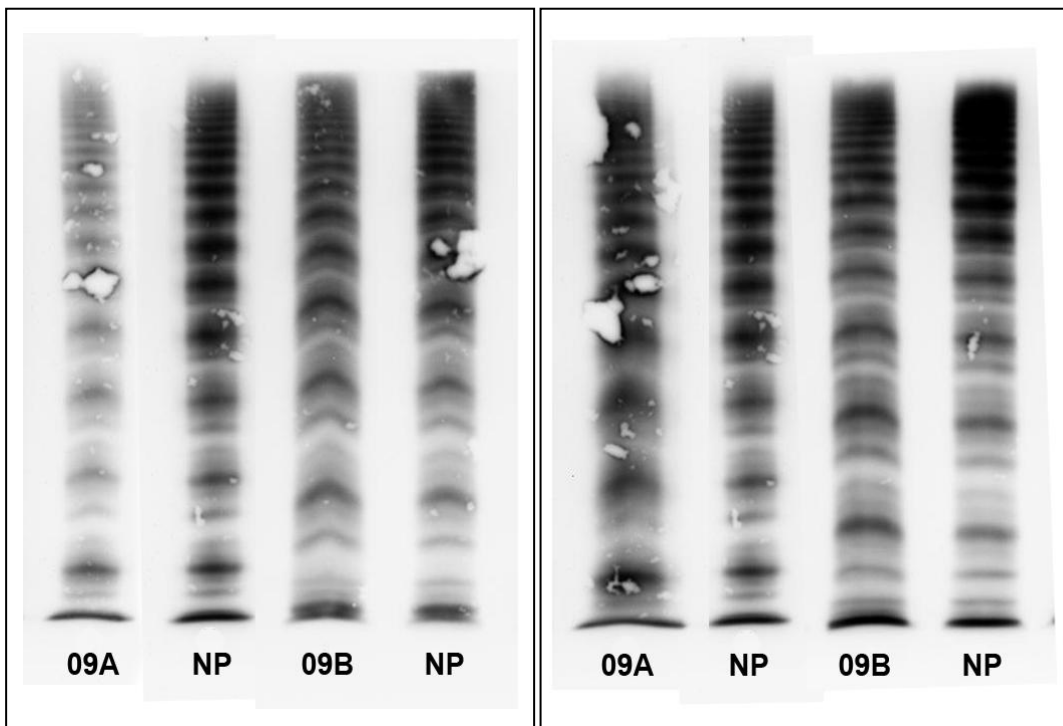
Zwei Multimeranalysen (A/B) des Patienten Nr. 09 in Agarose Gelen mittlerer Auflösung (MRG) (Links) und niedriger Auflösung (LRG) (Rechts)
